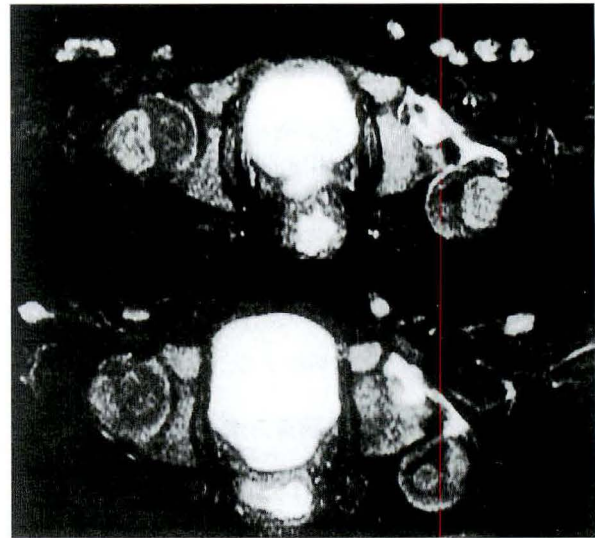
開排位牽引法不成功例の開排位牽引開始当初の MRI
